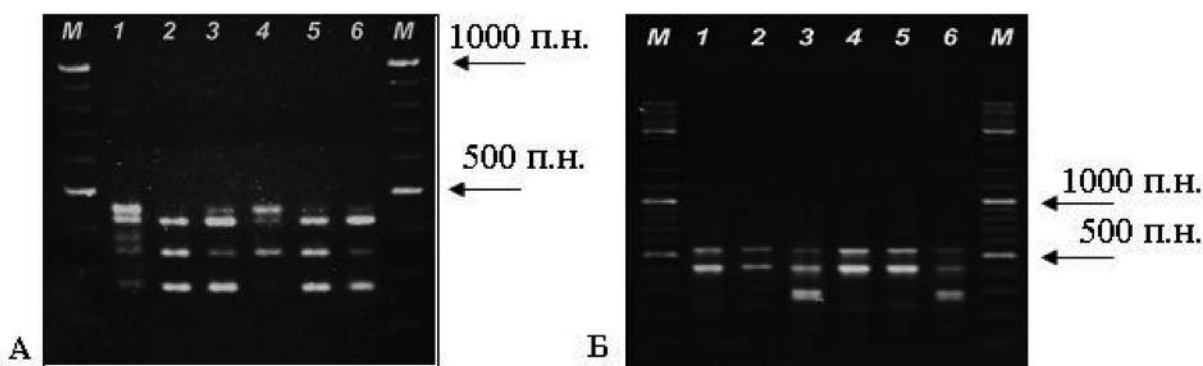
Електрофореграма продуктів ампліфікації ДНК, виділеної з венозної крові первинних онкологічних хворих із праймерами до мікросателітних повторів: А — $(AG)_8CT$; Б — $(AG)_8T$
